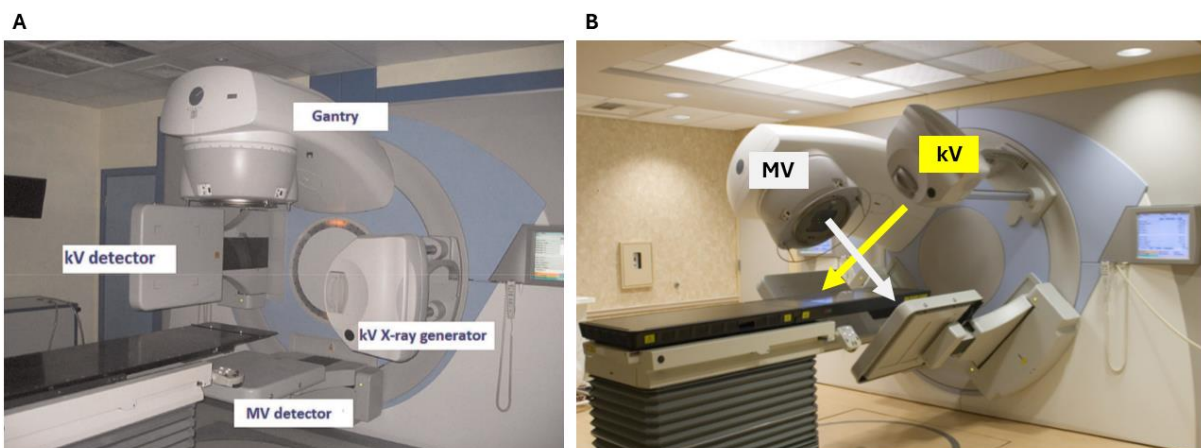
A. Esempio di sistema CBCT: Varian TrueBeam Linac [15]. B. Esempio di dispositivo CBCT (Elekta Synergy) con indicazione delle direzioni dei fasci MV e kV (adattata da [41])
